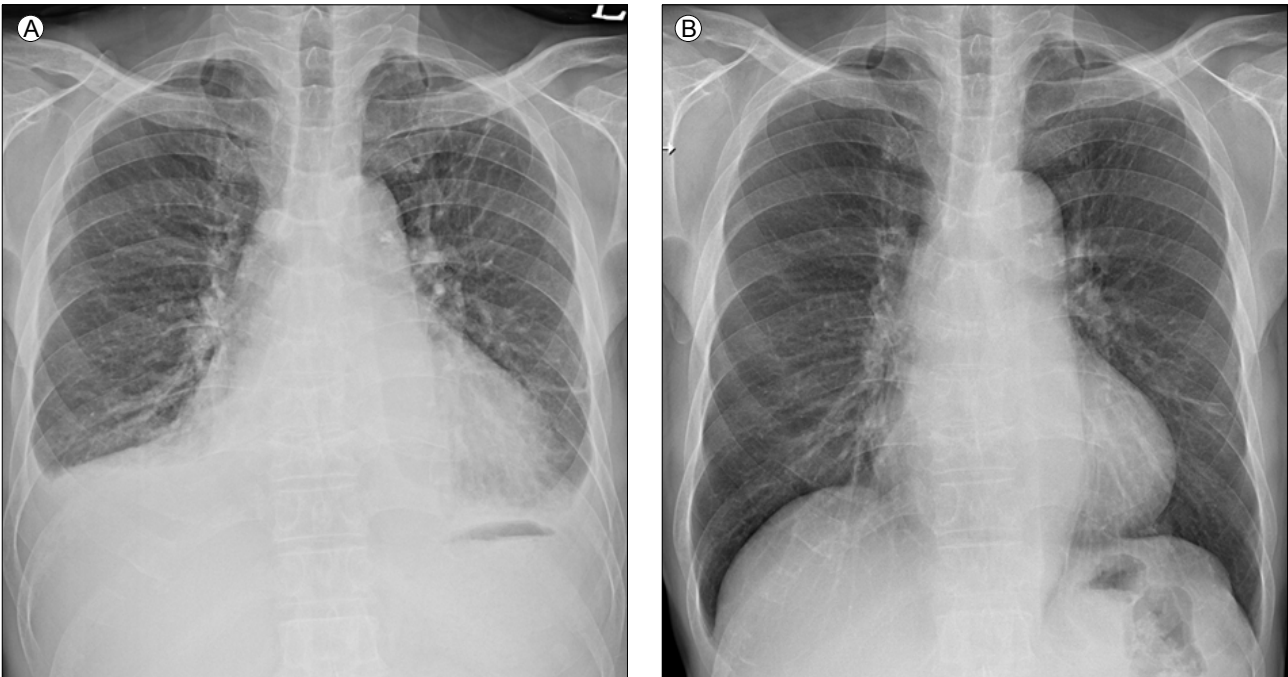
The chest posteroanterior (PA) X-ray at the time of the diagnosis of multiple myeloma. (A) The chest PA X-ray on admission (2012/6/2) showed signs of bilateral costophrenic angle (CPA) blunting, cardiomegaly, and pulmonary congestion. (B) 2 months after discharge (2012/7/27) there was improvement in the bilateral CPA blunting, cardiomegaly, and pulmonary congestion.
